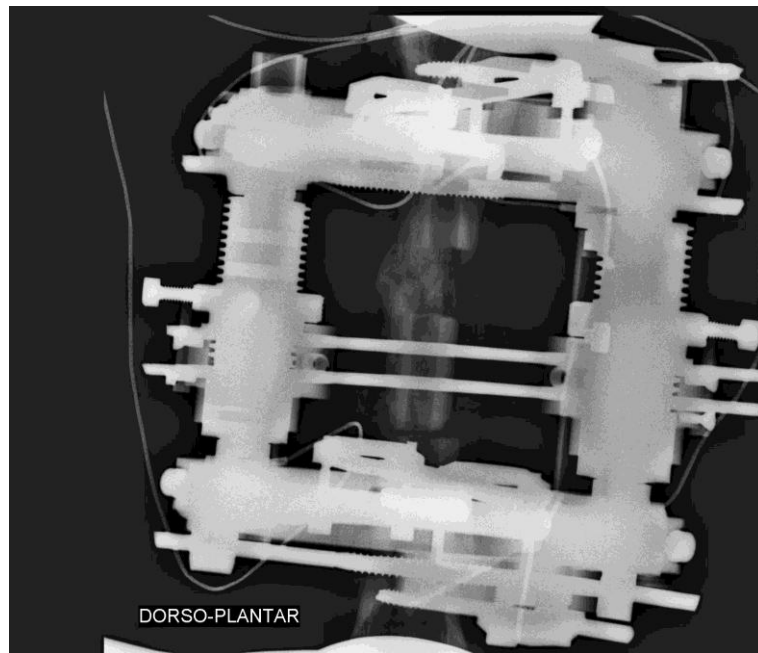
Ejemplo de radiografía para determinar los rangos de segmentación.
